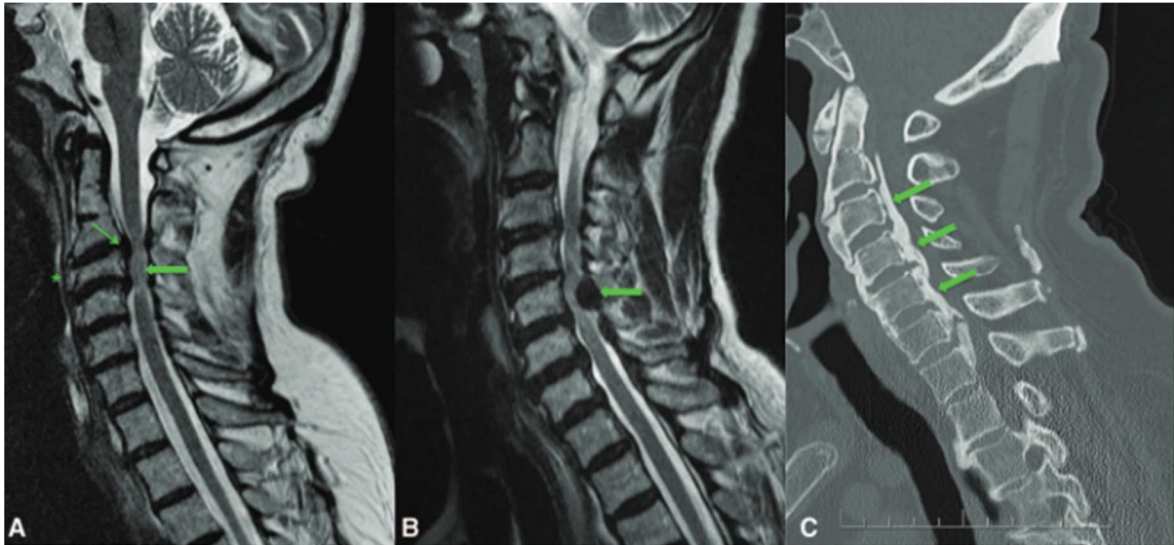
Pruebas de imagen de la mielopatía degenerativa cervical. (A) Imagen de resonancia magnética (RM) ponderada en T2 que muestra cambios degenerativos generales de la columna cervical en un paciente con mielopatía cervical espondilótica confirmada. Los cuerpos de las vértebras cervicales, que se ven de manera más prominente en C4, han perdido su altura y han aumentado de longitud anterior a posterior. Los elementos del disco intervertebral han migrado en el canal espinal C3-C4 (flecha delgada) así como en C4-C5 y están contribuyendo a la compresión de la médula espinal. (B) Imagen de RM potenciada en T2 de un paciente con compromiso significativo del canal espinal y compresión de la médula debido a la hipertrofia del ligamento amarillo. (C) Una tomografía computarizada (TC) de un paciente con osificación extensa del ligamento longitudinal posterior (flechas). (5)
